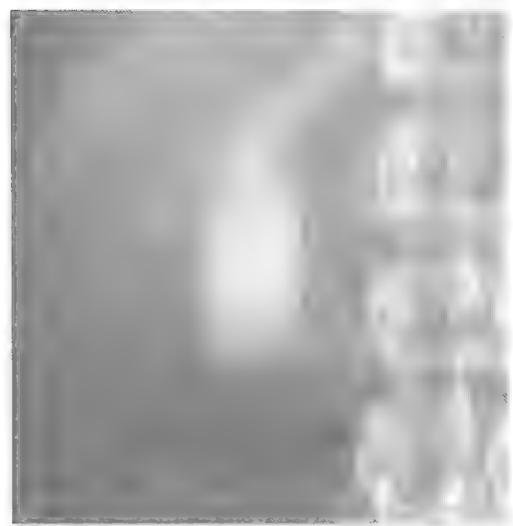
Anteroposterior radiograph of the gallbladder after administration of an iodine-containing compound.
